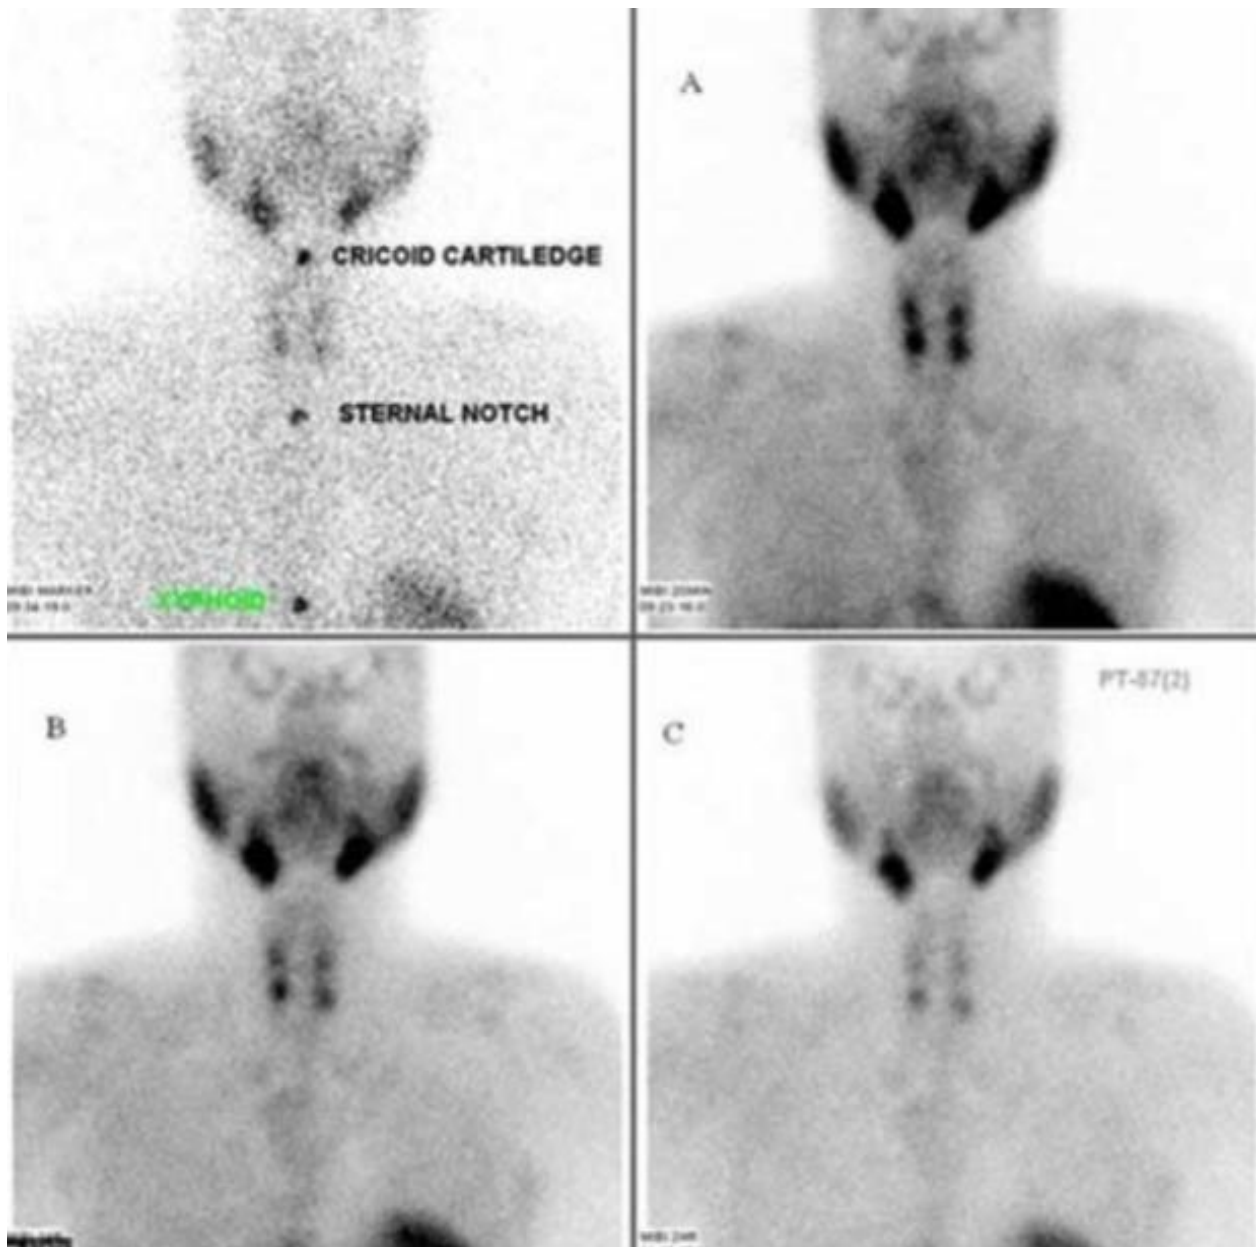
Images scintigraphiques à la sestaMIBI de 4 parathyroïdes hyperplasiques chez un patient ayant une hyperparathyroïdie secondaire.
